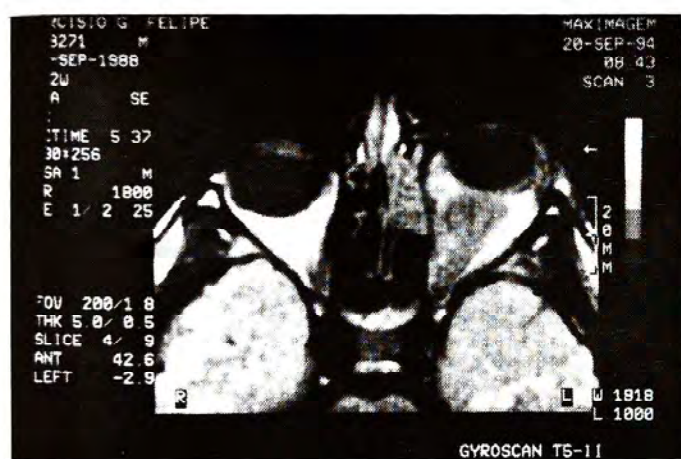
Ressonância nuclear magnética.
